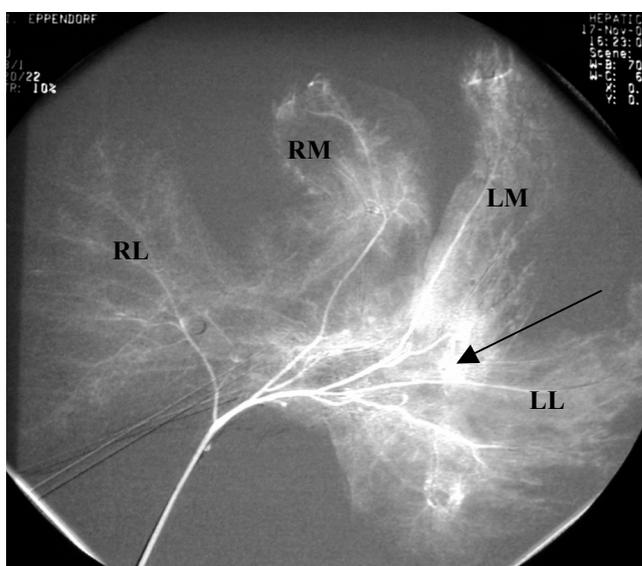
Ex-situ Arteriographie 28 Tage nach Pfortaderembolisation. (Pfeil: schnellere Kontrastierung arterieller Gefäße im okkludierten Leberlappen, RL: rechtslateral, RM: rechtsmedial, LM: linksmedial, LL: linkslateral)
